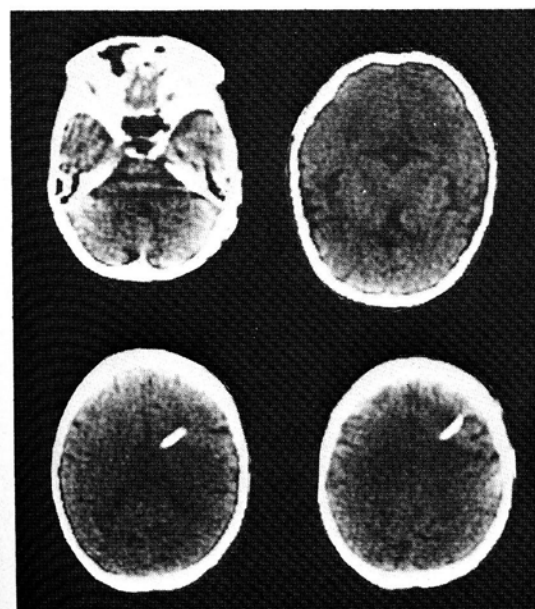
Postoperative CT scans show small sized ventricles.
